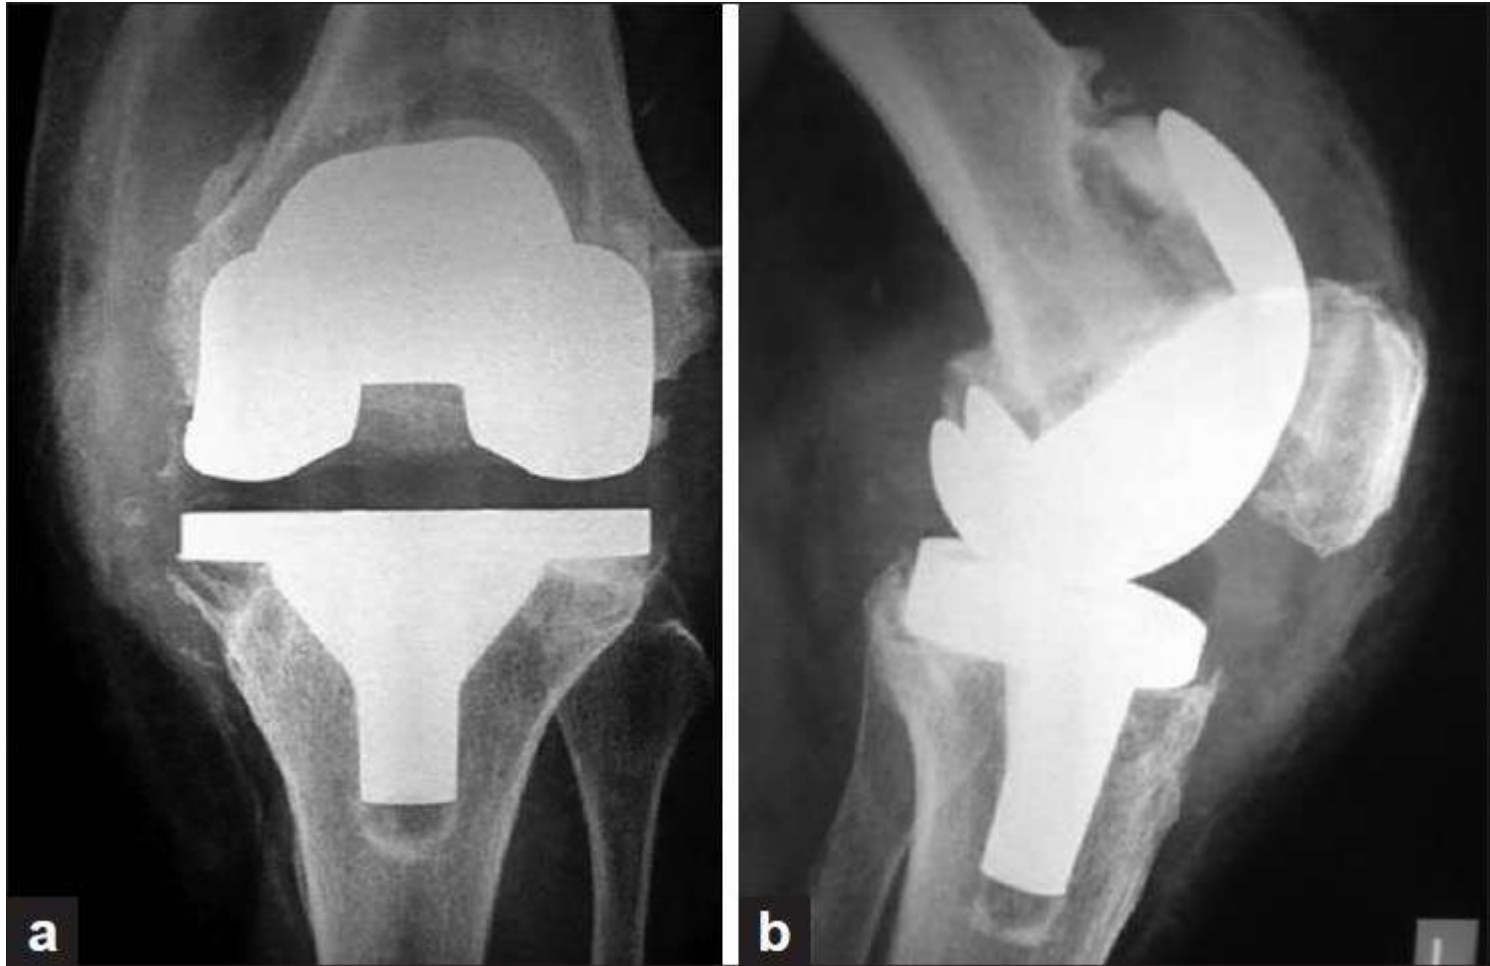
Anteroposterior (a) and lateral radiographs (b) of knee joint showing osteolysis around femoral and tibial components. TKA was done 2 years ago
